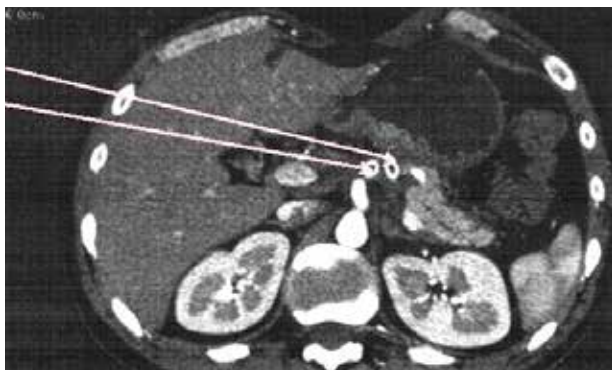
Спиральная компьютерная томография больного П., 42 лет, прооперированного через мини-доступ: в правом подреберье плюс люмботомия в поясничной области с установкой сквозных трубчатых дренажей в полость малого сальника. Стрелками обозначены сквозные дренажи в полости малого сальника.
